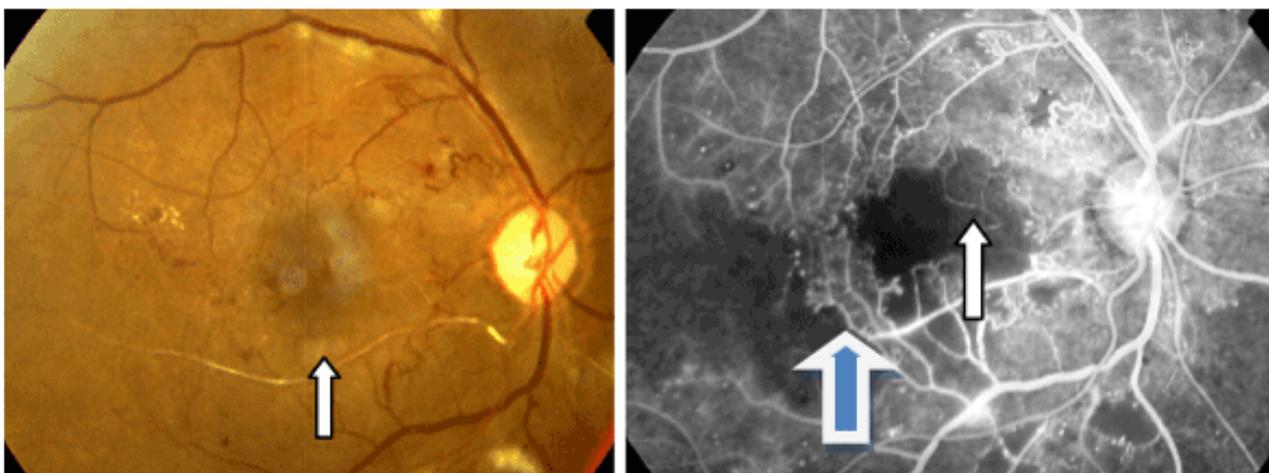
Ишемический макулярный отек. Белыми стрелками выделена окклюзия капилляров. Неперфузируемые ишемические зоны выделены синей стрелкой.
